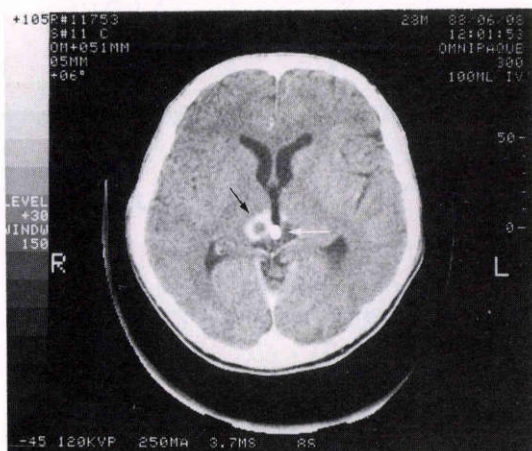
手術前のCTスキャン所見. 白矢印: 松果体, 黒矢印: 腫瘍。
